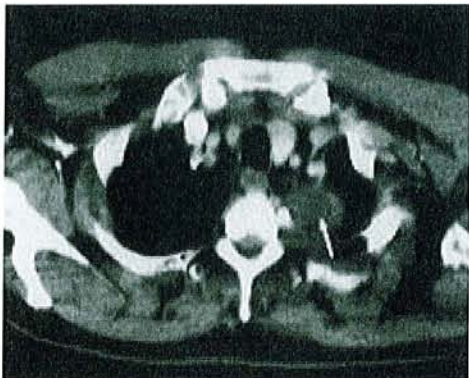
TDM ; Neurofibrome apical mimant un syndrome de Pancoast-Tobias
